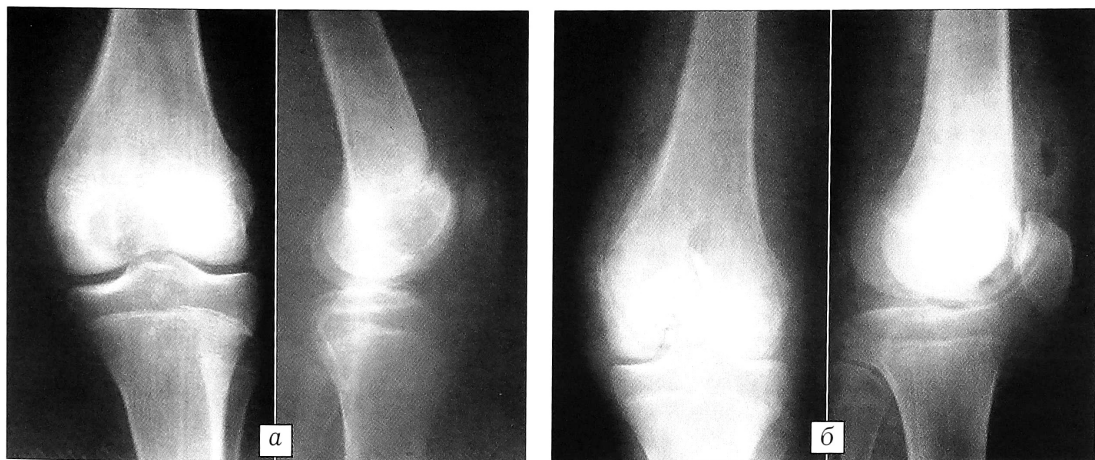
Рентгенограммы больного С. 15 лет. Диагноз: хондробластома дистального эпифиза левой бедренной кости.
